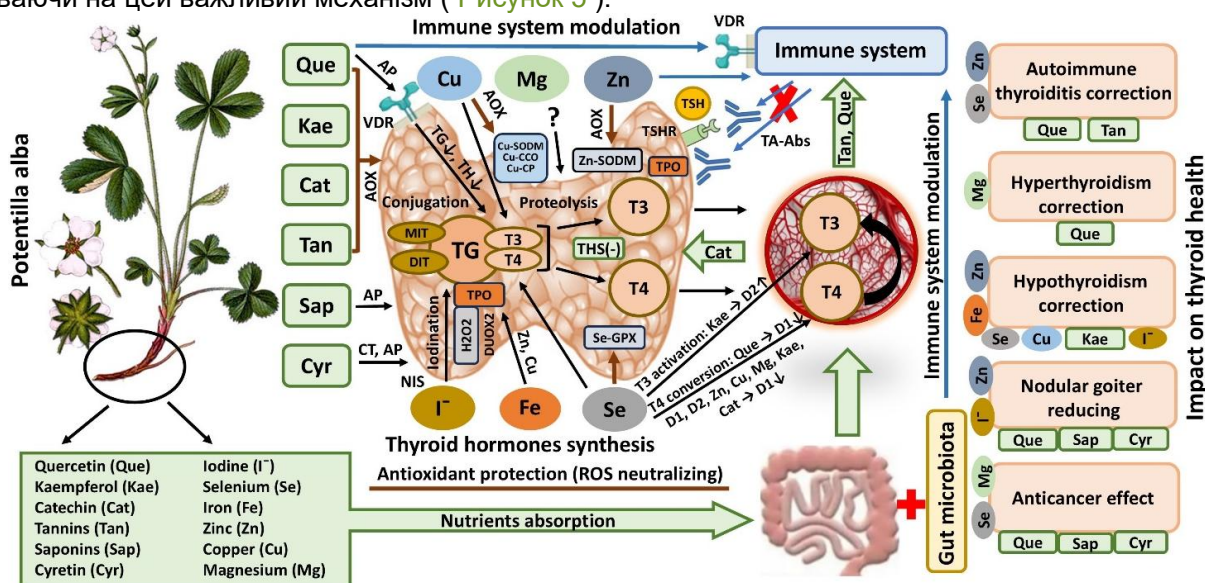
Потенційний вплив фітохімічного складу *Potentilla alba* на функцію та здоров'я щитовидної залози. Опис у тексті. Abs – антитіла; AOX – антиоксидант; AP – антипроліферативний; CT – цитотоксичний; Cu-CCO – мідьзалежна цитохром-С оксидаза; Cu-CP – мідьзалежний церулоплазмін; Cu-SODM – мідьзалежна супероксиддисмутаза; D1 та D2 – дейодинази 1 та 2; DIT – дийодтирозин; DUOX2 – подвійна оксидаза 2; H₂O₂ – перекис водню; MIT – моноіодтирозин; NIS – натрій-йодидний симпортер; ROS – активні форми кисню; Se-GPX – селензалежна глутатіонпероксидаза; T3 – трийодтиронін; T4 – тироксин; TA- Abs – аутоантитіла до щитовидної залози; TG – тиреоглобулін; TH – гормони щитовидної залози; TPO – тиреоїдна пероксидаза; TSH – тиреотропний гормон; TSHR – рецептор тиреотропного гормону; Zn-SODM, цинкзалежна супероксиддисмутаза; VDR, рецептор вітаміну D. ↓, зниження; ↑, збільшення. Цю ілюстрацію було створено за допомогою стандартного пакета Microsoft PowerPoint 12. Ілюстрацію *Potentilla alba* було взято з публічного надбання <https://ecotopia.ru/p/10465/> . Ілюстрацію щитовидної залози було взято з публічного надбання <https://centr-hirurgii-spb.ru/diseases/adenoma-paraschitovidnoy-zhelezy/>
